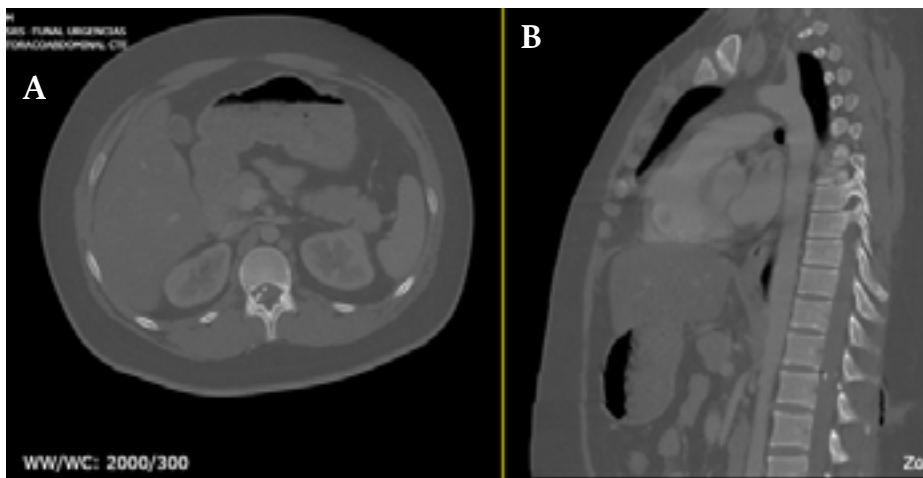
Tomografía computarizada de columna torácica en la que se observa con fractura de L1 y fragmentos de la vertebrales dentro del canal medular. A) Proyección axial. B) Proyección sagital.
